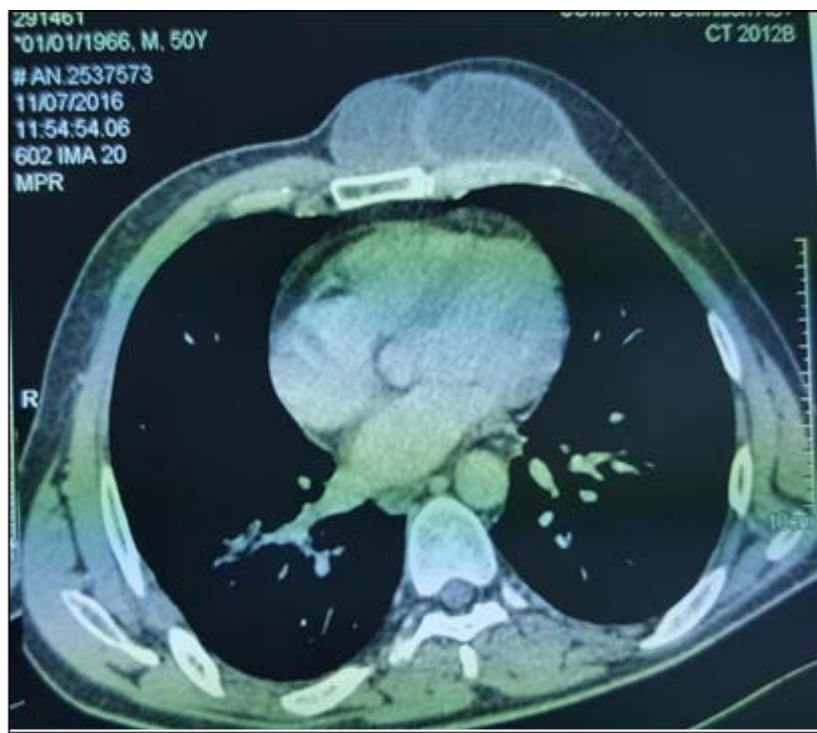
TDM thoracique en fenêtre médiastinale montrant deux kystes hydatiques pariétaux. (Service de chirurgie thoracique CHU Mohamed VI Marrakech)
